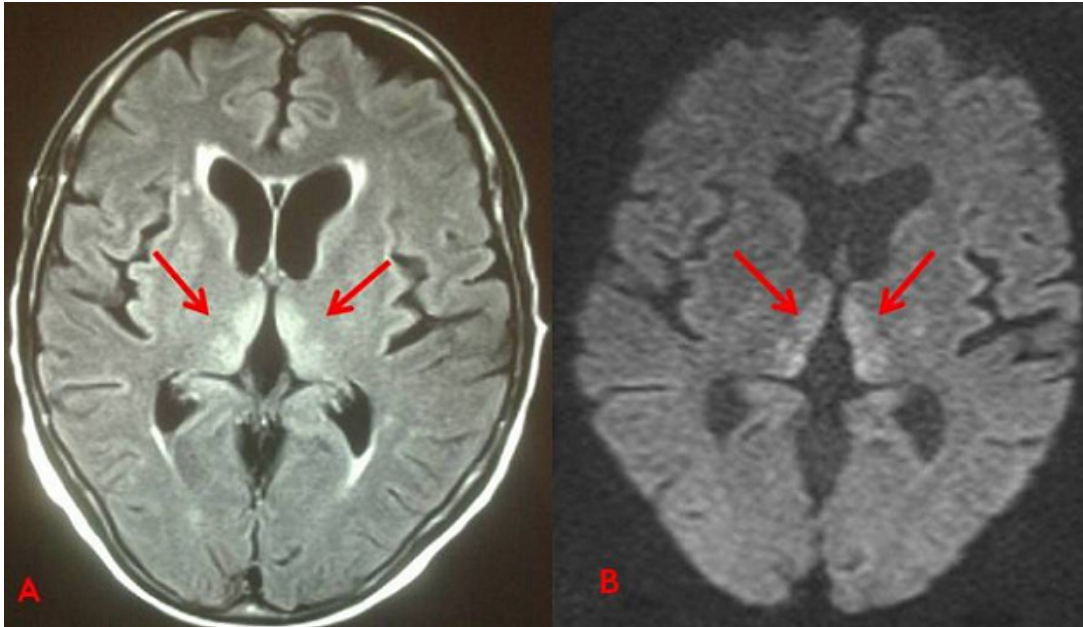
IRM cérébrale séquences T2 FLAIR (A) et diffusion (B) : hypersignaux (flèches) périventriculaires et thalamiques
